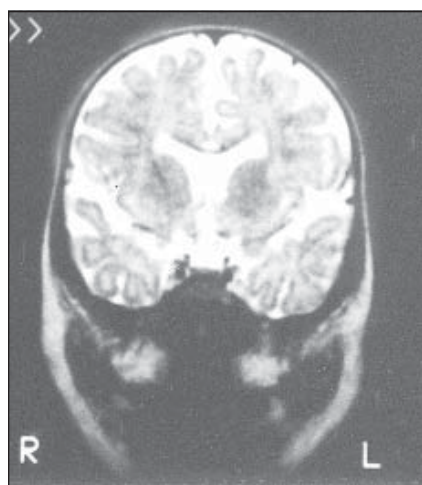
МРТ-сканування головного мозку пробанда А.
